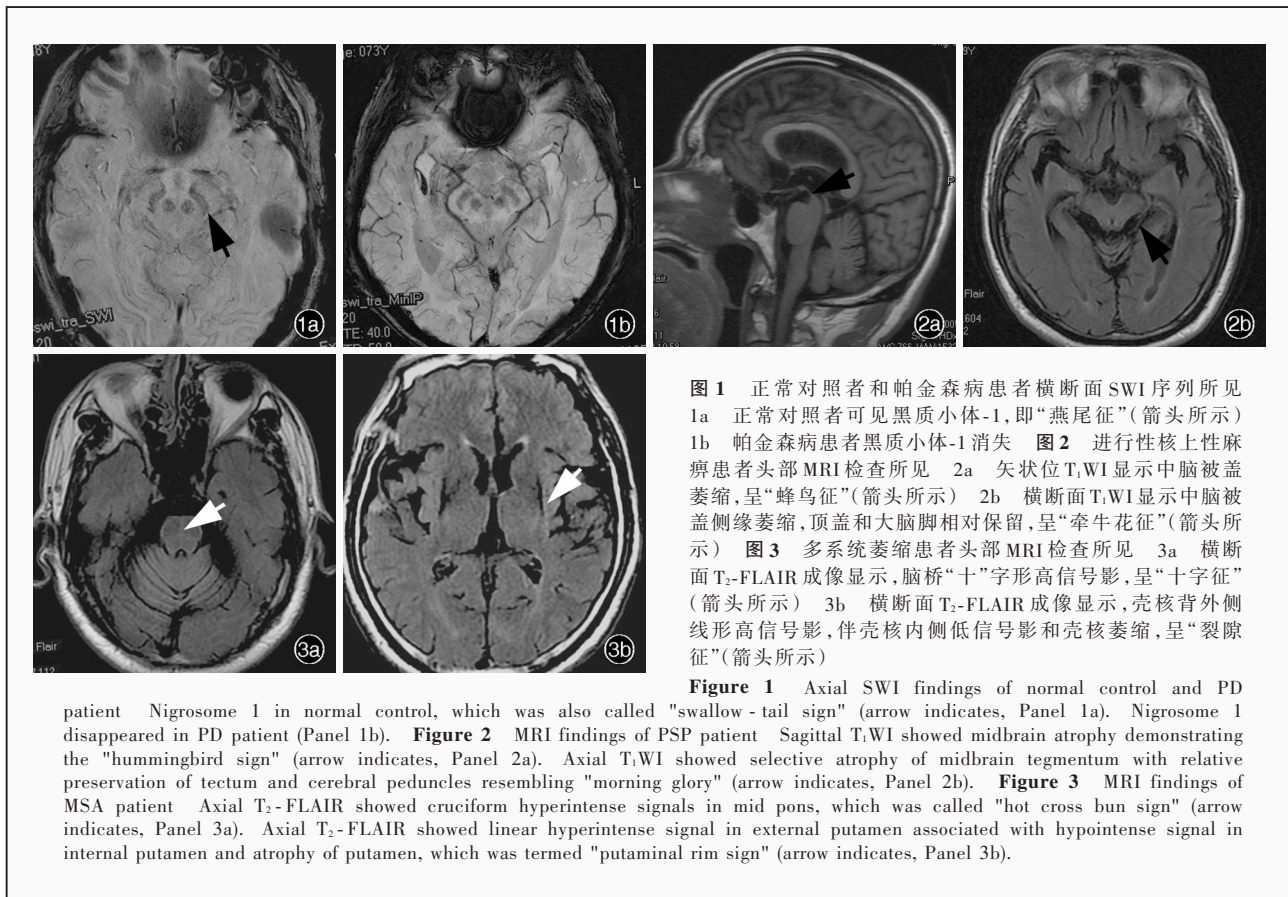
正常对照者和帕金森病患者横断面 SWI 序列所见 1a 正常对照者可见黑质小体-1,即“燕尾征”(箭头所示) 1b 帕金森病患者黑质小体-1 消失 图 2 进行性核上性麻痹患者头部 MRI 检查所见 2a 矢状位 T<sub>1</sub>WI 显示中脑被盖萎缩,呈“蜂鸟征”(箭头所示) 2b 横断面 T<sub>1</sub>WI 显示中脑被盖侧缘萎缩,顶盖和大脑脚相对保留,呈“牵牛花征”(箭头所示) 图 3 多系统萎缩患者头部 MRI 检查所见 3a 横断面 T<sub>2</sub>-FLAIR 成像显示,脑桥“十”字形高信号影,呈“十字征”(箭头所示) 3b 横断面 T<sub>2</sub>-FLAIR 成像显示,壳核背外侧线形高信号影,伴壳核内侧低信号影和壳核萎缩,呈“裂隙征”(箭头所示)
